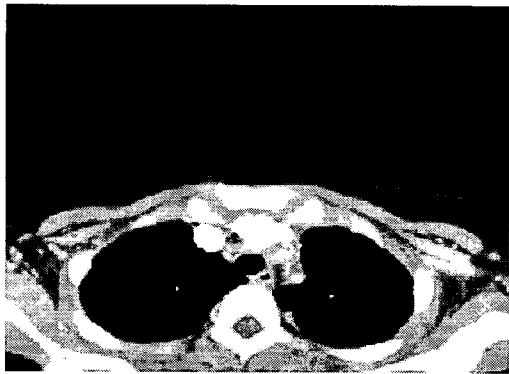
Chest CT demonstrates severe luminal narrowing of the brachiocephalic, left common carotid and left subclavian arteries with wall thickening
